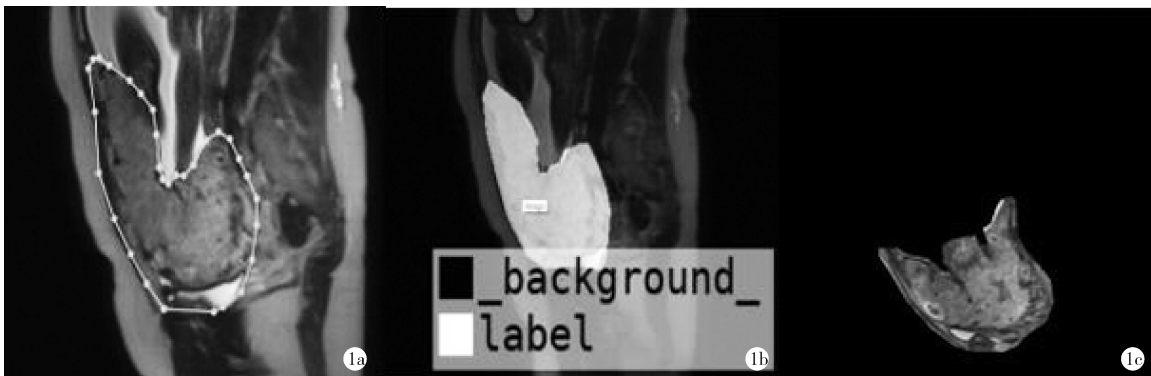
ROI 标签图制作图 a:手动勾画得到 MRI 图片的 ROI 标签图;b:利用 Labelme 软件得到白色的 ROI 标签图;c:利用 Pathon 软件处理隐去周围部分得到的最终遮罩图标签
